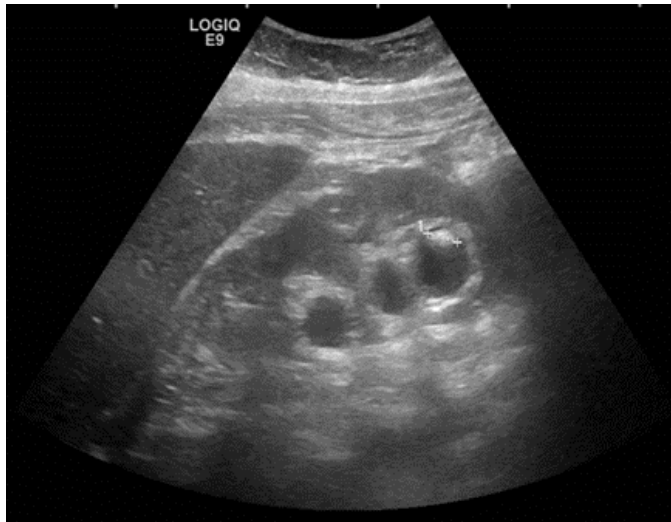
Ecografía mostrando litiasis renal derecha. Fuente propia.
